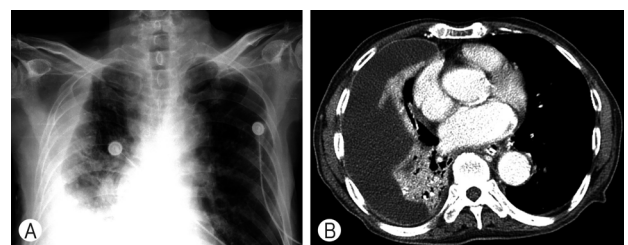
(A) Chest radiograph shows large pleural effusion in the right lung on admission. (B) Computed tomography chest scan revealed the right pleural effusion with passive atelectasis and pleural thickening.
